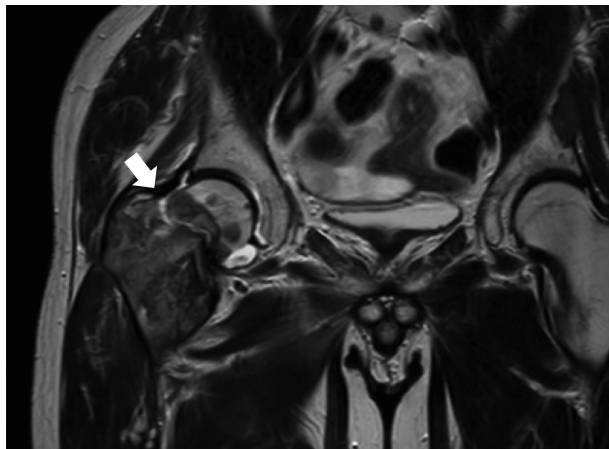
MRI shows right femoral neck fracture. Arrow indicates fracture line.
